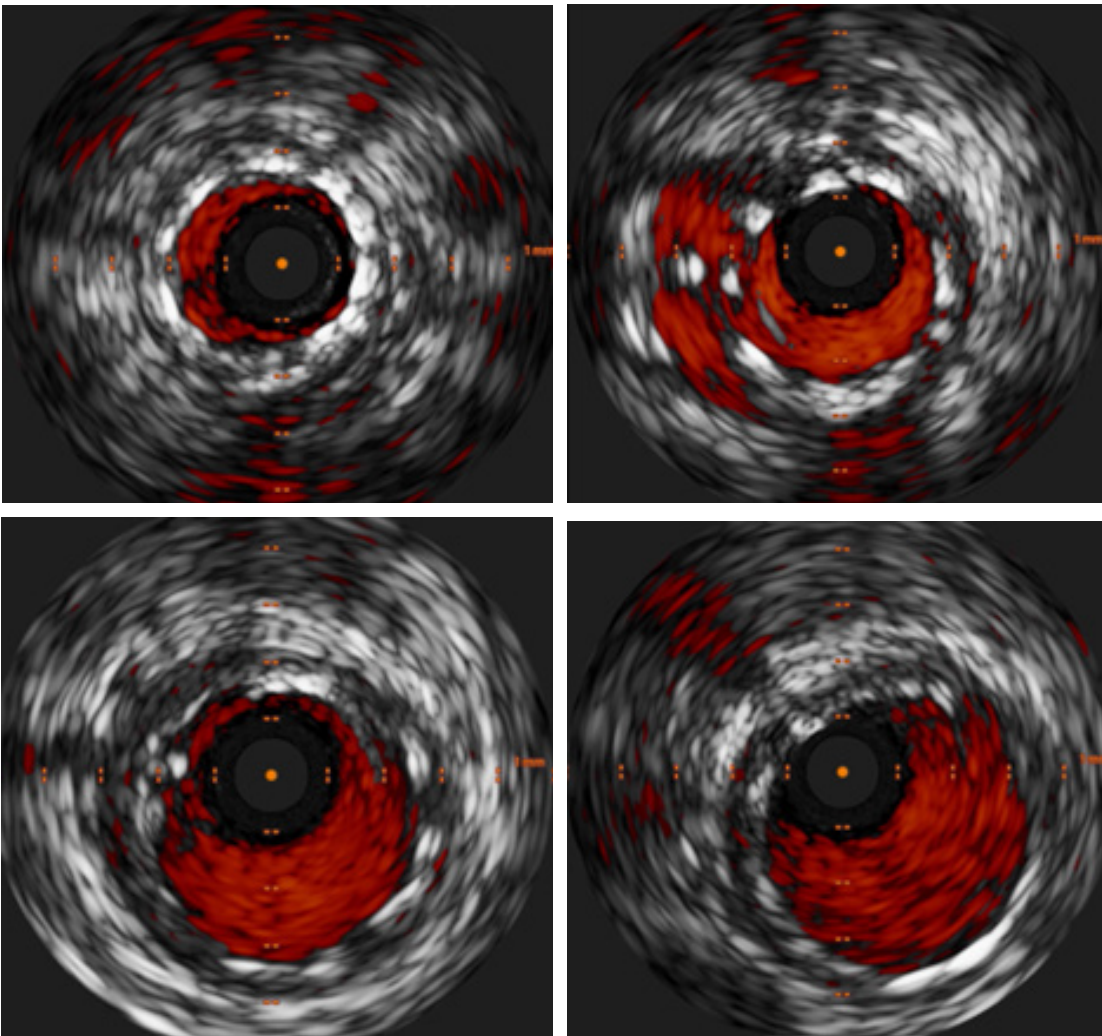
Ultrasonido intravascular (IVUS) final. Se observa una adecuada aposición y óptima área en cada uno de los segmentos tratados con stent. Imagen 8A: Circunfleja proximal; Imagen 8B: Circunfleja ostial; Imagen 8C: Tronco coronario izquierdo distal; Imagen 8D: Tronco coronario izquierdo proximal.
